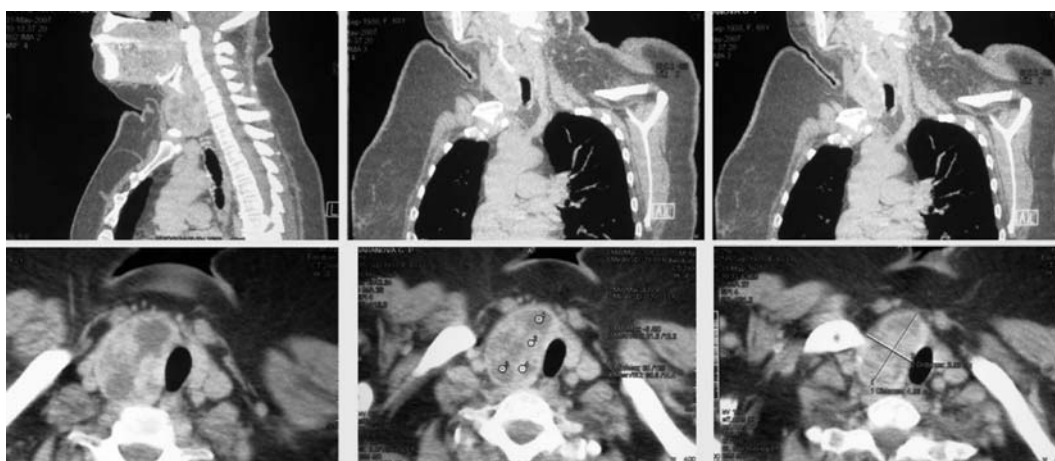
Компьютерная томография шеи и органов грудной клетки.
